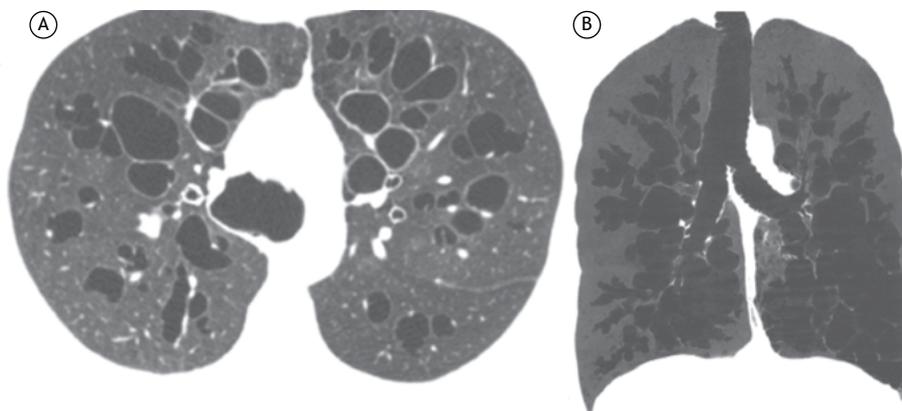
Em A, TC do tórax em inspiração mostrando bronquiectasias bilaterais, além de acentuada dilatação dos brônquios principais. Em B, reconstrução coronal em projeção de intensidade mínima mostrando, além das bronquiectasias, dilatação tanto dos brônquios principais como da traqueia. Essas alterações caracterizaram a síndrome de Mounier-Kuhn.
